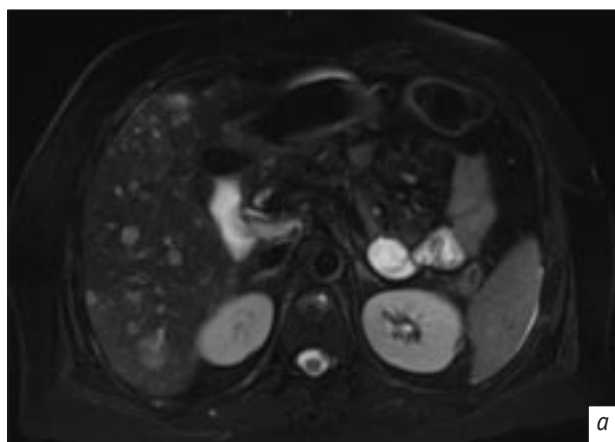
МРТ, аксиальная плоскость:
